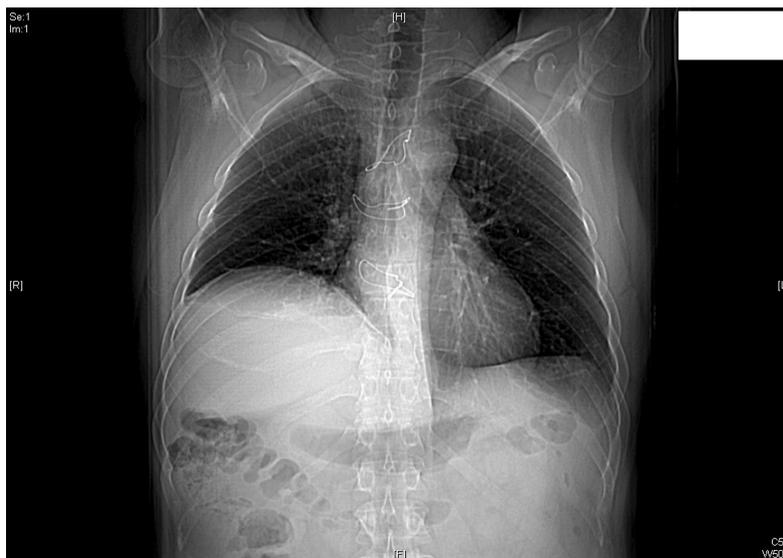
Die CT zeigt die Thoraxsituation drei Monate nach Beginn der interdisziplinären Therapie
